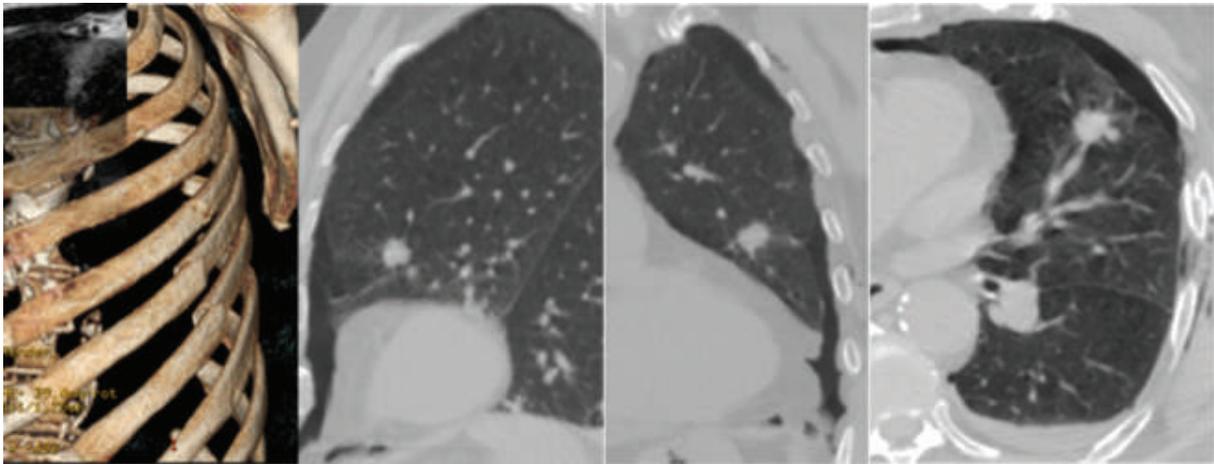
Esempio di diagnosi precoce ed impatto prognostico favorevole in caso di piccola neoplasia polmonare diagnosticata casualmente con TC multidetettore dopo un trauma
